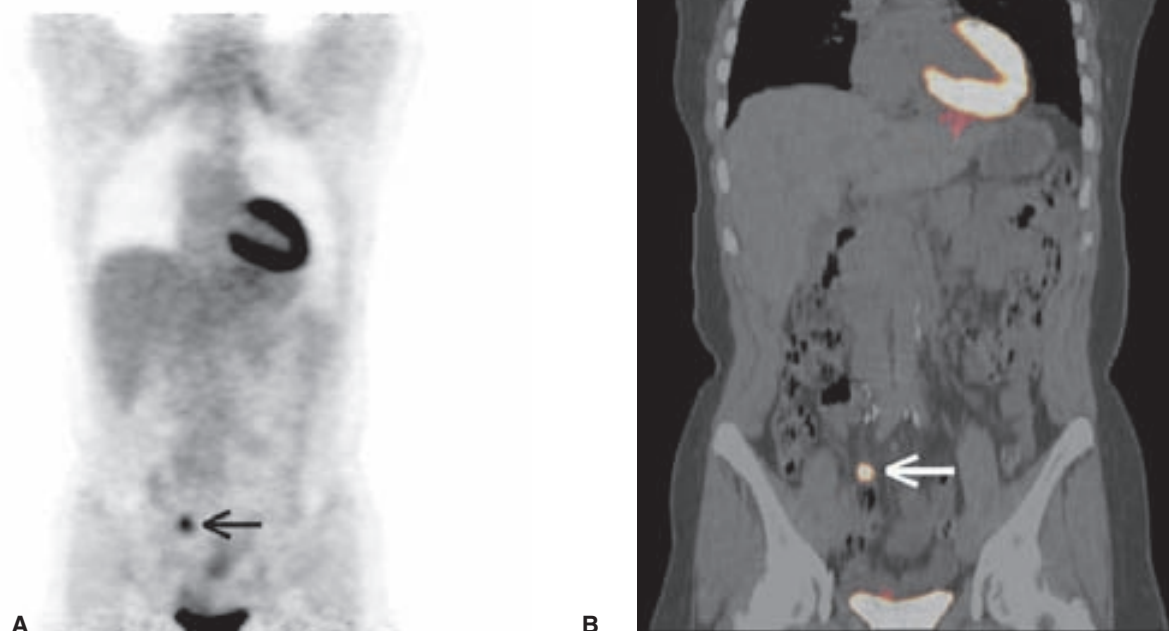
Tomografía por emisión de positrones (PET) (A) e imágenes de fusión por PET-CT (B) de una mujer con cáncer ovárico recurrente. Las flechas señalan la captación anormal de la FDG en la pelvis que representa un ganglio linfático de 1 cm. La biopsia de ese ganglio reveló cáncer ovárico recurrente. (Cortesía de la Dra. Dana Matthews.)
